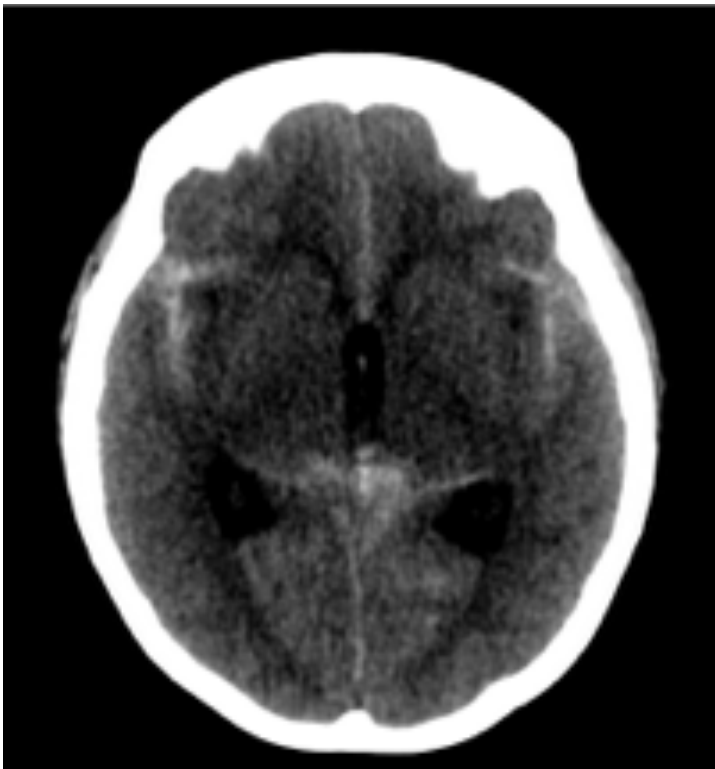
Hemorragia subaracnoidea. Tomografía simple en Corte axial con zonas lineales hiperdensas de 2 mm de grosor, subaracnoideas a nivel de ambas cisuras de Silvio, línea media y a nivel de ambos tálamos.
